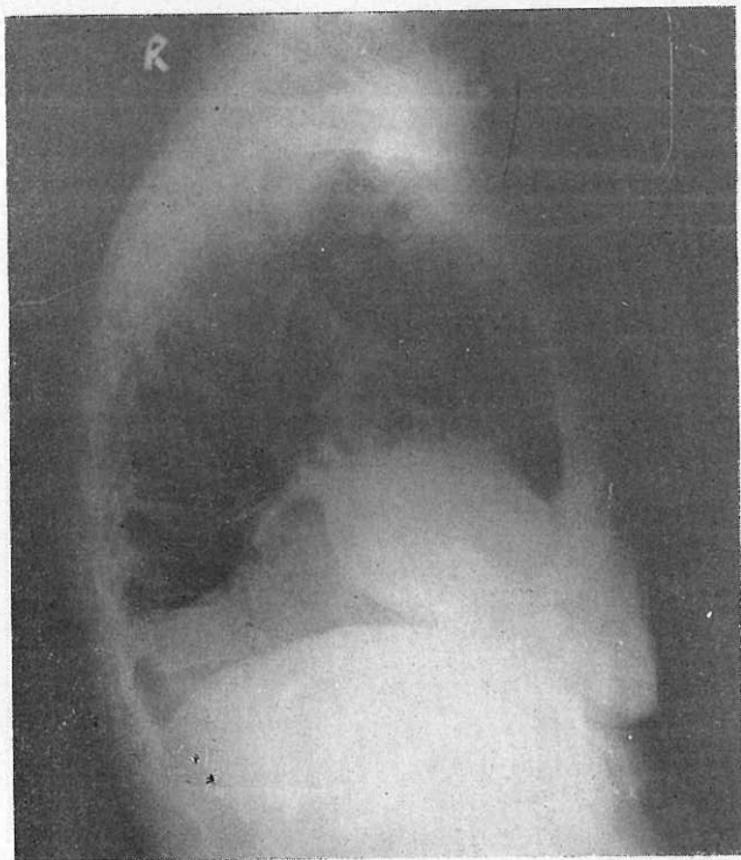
Radiografía lateral del tórax en el mismo caso de la figura 24. Se observa la elevación del hemidiafragma el cual está acuminado y roto en su porción más alta. (Cortesía del doctor Carlos R. Pacheco)
